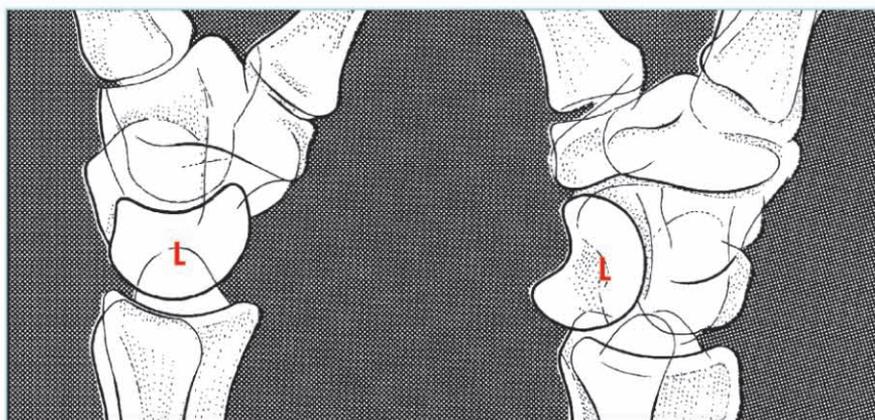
Position normale et luxée de l'os lunatum (semi-lunaire) sur une radiographie de profil du poignet (L)
